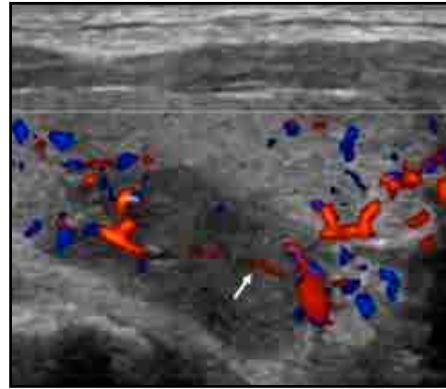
Longitudinal color Doppler US image showing a small vascularity (arrow) in the lesion, located in the middle-posterior part of thyroid confirming that the lesion is solid.
